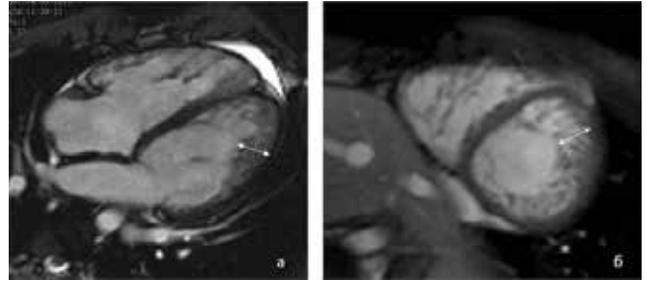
Случай некомпактного миокарда ЛЖ: фрагмент МРТ пациента П., 23 года. Стрелками отмечен некомпактный слой миокарда.
